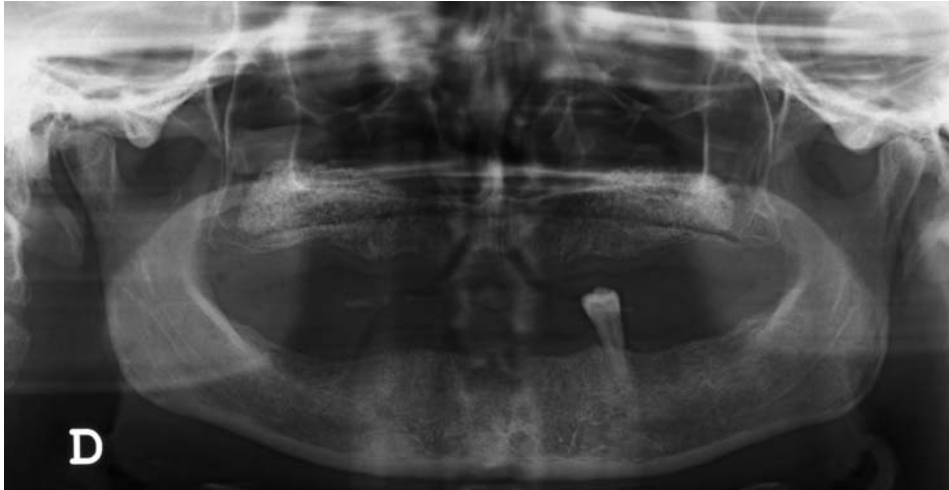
Ortopantomografía a los 4 meses en los que se aprecia la reconstrucción posterior del maxilar superior, con el aumento óseo en la cavidad sinusal.
